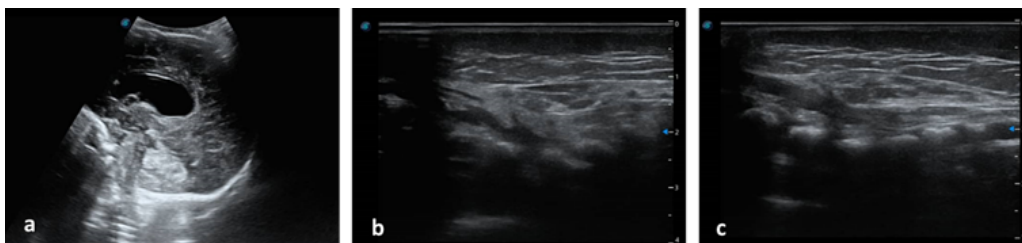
a) Ultrasonido transfontanelar. Ventriculomegalia estable. b) Ultrasonido vertebral. c) Cono medular libre, sin evidencia de quistes o fístulas de LCR
